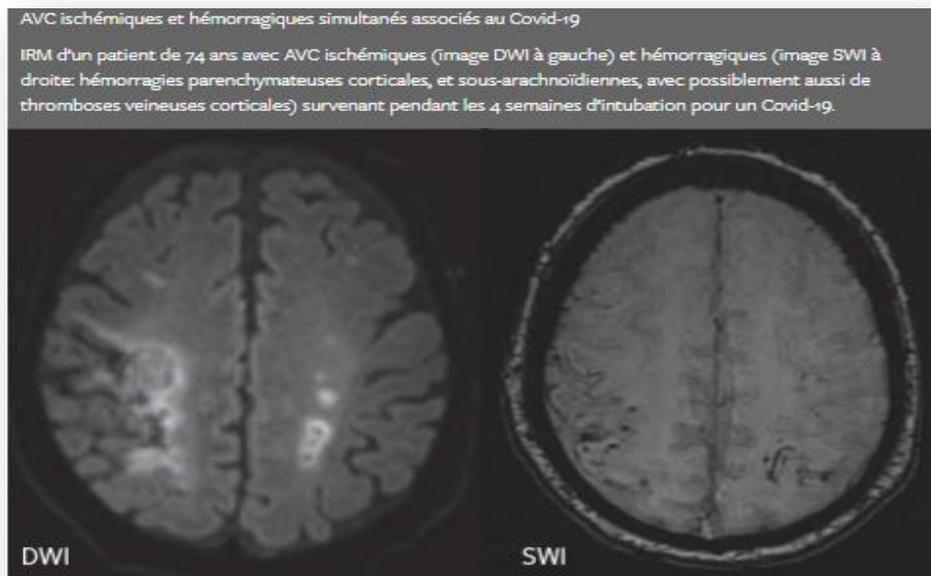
IRM d'un malade a eu un AVC post covid 19 (26)
